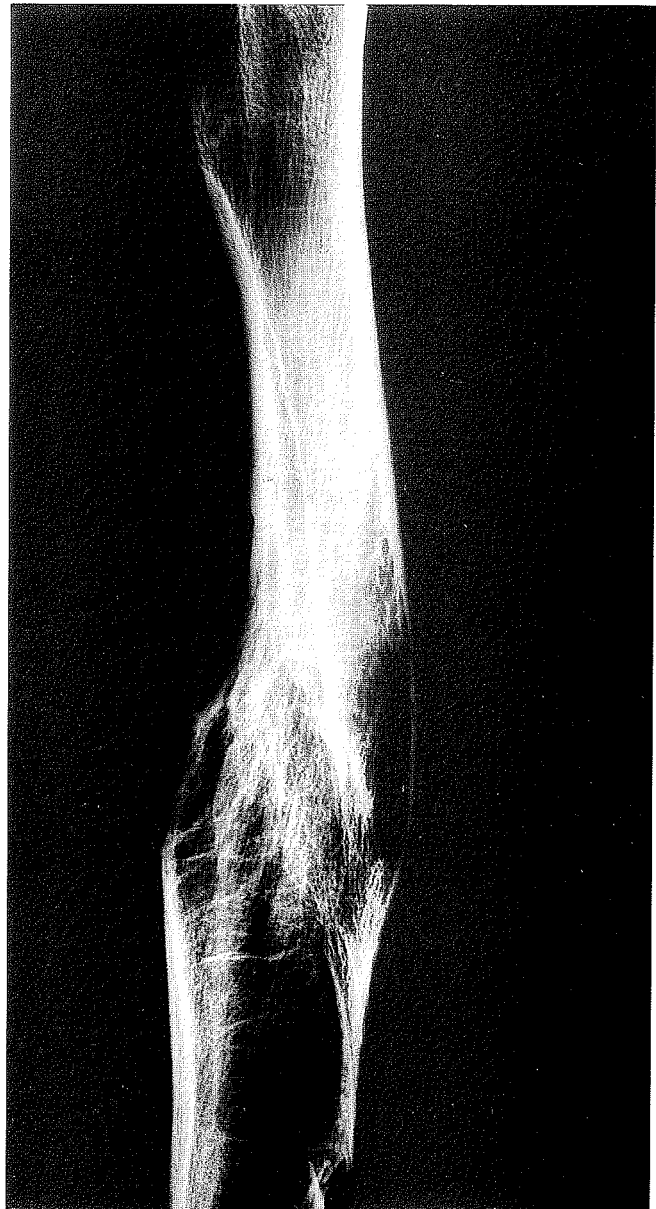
Röntgenansicht des rechten Femurs von RDK1-4 (medialer Ausschnitt). Die Spiralfaktur begünstigte ein Zusammenschieben des fraktionierten Knochenschaftes.
